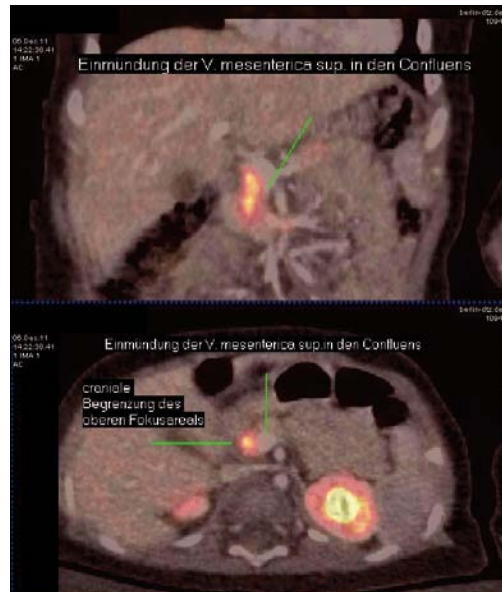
Knabe, 6 Monate. PET/CT zeigt den Fokus nahe des venösen Confluens von V. mesenterica superior, inferior und V. linealis.
